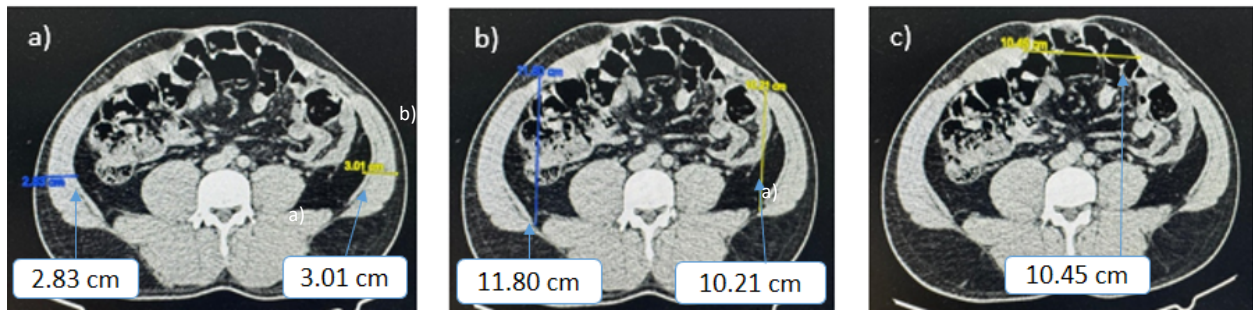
Tomografía de paciente 1 previo a toxina botulínica: a) grosor de músculos laterales 2.83cm y 3.01cm, b) longitud de músculos laterales 11.80cm y 10.21cm, c) diámetro del defecto 10.45cm.
